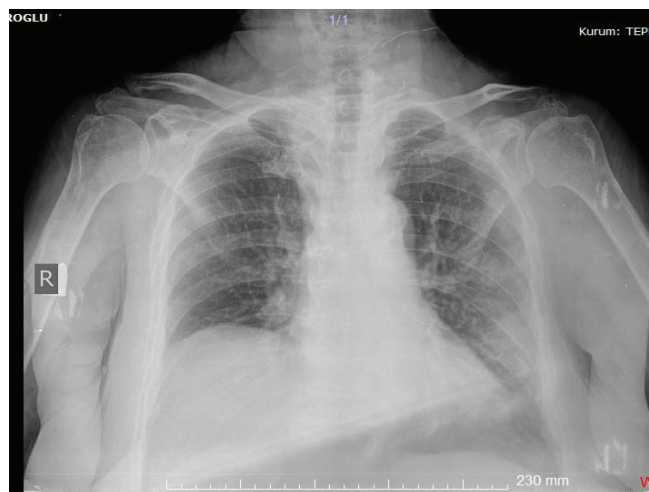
A hemidiaphragm appears elevated on a frontal chest radiograph
